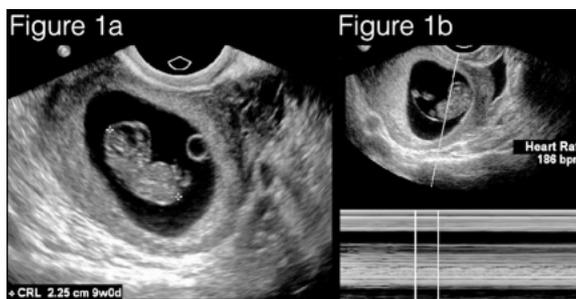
Exemple d'une échographie de datisme du 1er trimestre. La figure 1a montre une grossesse intra-utérine avec un fœtus ayant un LCC de 2.25cm, correspondant à une grossesse de 9 semaines et 0 jour. La figure 1b confirme la présence de battements cardiaques réguliers à 186/minutes.
